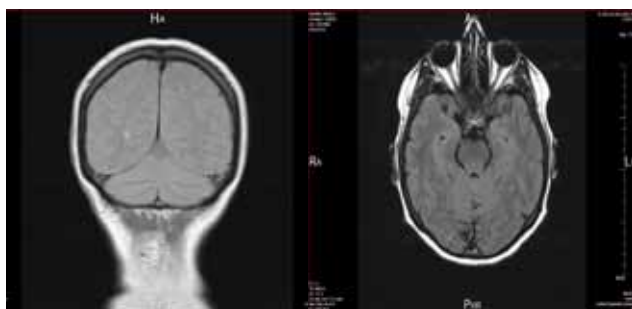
Brain MRI images shows presence of periventricular demyelinating lesions (left), bilateral hyperintensity of optic nerves, in retrobulbar segment (right).
